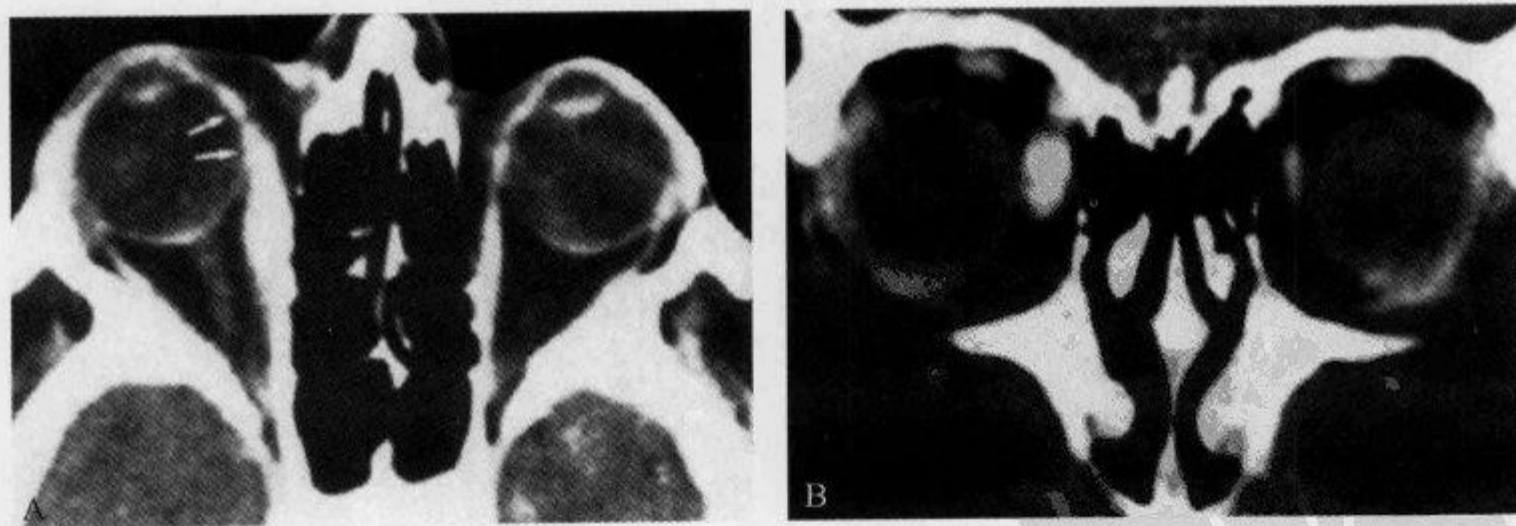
横断位及冠状位增强 CT 示“腱征”
